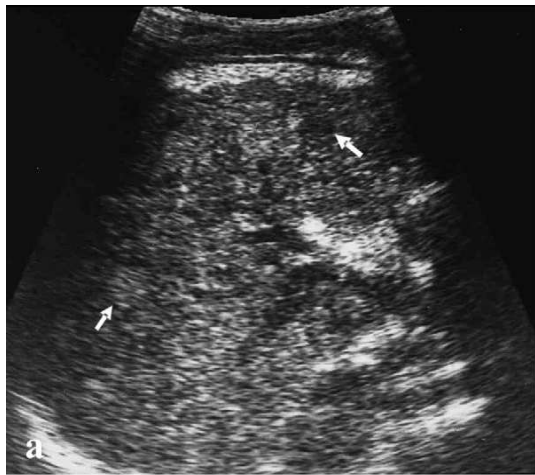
vue sagittale de foie (a) chez un malade de 14 ans montrant une irrégularité des contours; hétérogénéité de parenchyme avec multiples nodules hypoéchogène et hyperéchogène. coupe transversale de TDM avant produit de contraste (b) et après le produit (c) montre multiples nodules hypodenses entourés de septa hyperdense ressemblant un aspect de "nid d'abeilles"[10].
